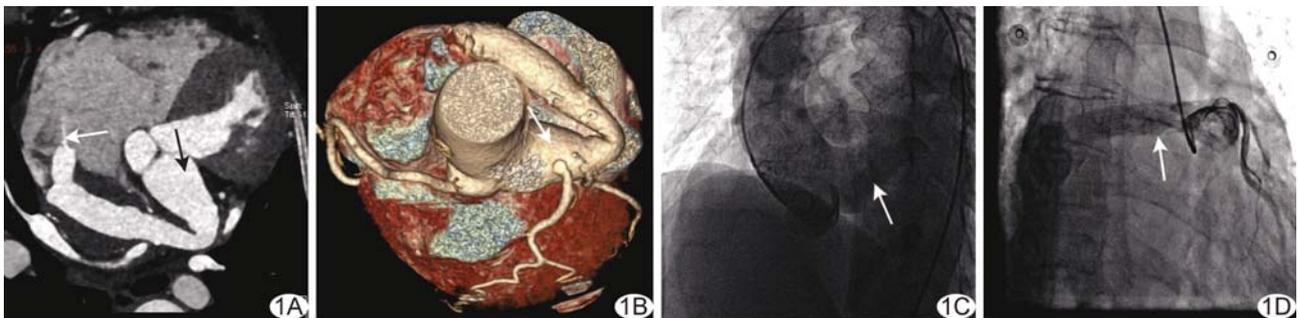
左冠状动脉瘤样扩张合并右心房瘘 A. CTA 示扩张的左冠状动脉主干及异常粗大的分支血管(黑箭), 其远端见瘘口, 对比剂经瘘口流入右心房(白箭); B. VR 图像示左冠状动脉的整体形态、走行及前降支、左旋支开口(箭); C. 升主动脉根部造影示扩张的左冠状动脉及粗大迂曲的左冠状动脉(箭); D. 左冠状动脉造影示瘘血管的整体形态及前降支、左旋支开口(箭), 对比剂经瘘口流入右心房
